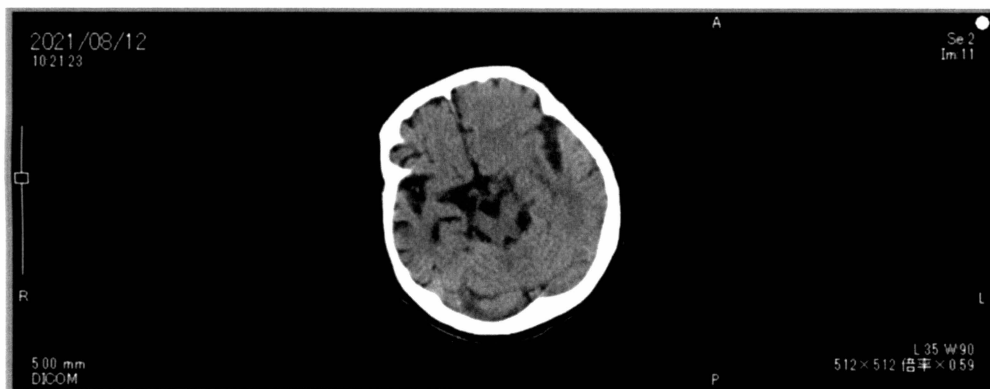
CT reveals no uncal herniation
